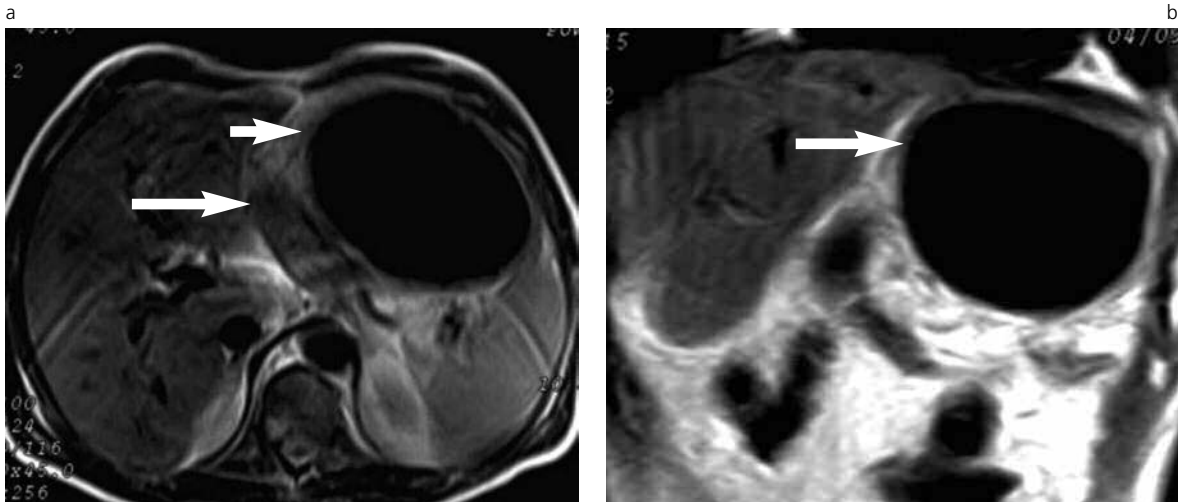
Resonancia Magnética. a) Secuencia T1 axial que muestra, en forma similar a la TC, una imagen quística de contenido aéreo, de 15 cm de diámetro (flecha corta) en hipocondrio izquierdo, desplazando el estómago (flecha larga). b) Secuencia coronal T1, donde se identifica la imagen con contenido aéreo, correspondiente al divertículo gigante, ubicado a un nivel infradiaphragmático (flecha), aunque su origen sea sigmoideo.
